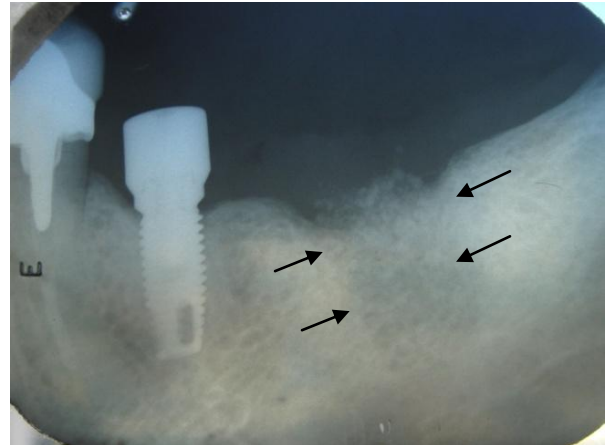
Radiografia Periapical demonstrando radiopacidade em local onde existia elemento de implante, representado pela existência de fibras de ACP. As setas representam a delimitação do óssea de tecido hospedeiro.
